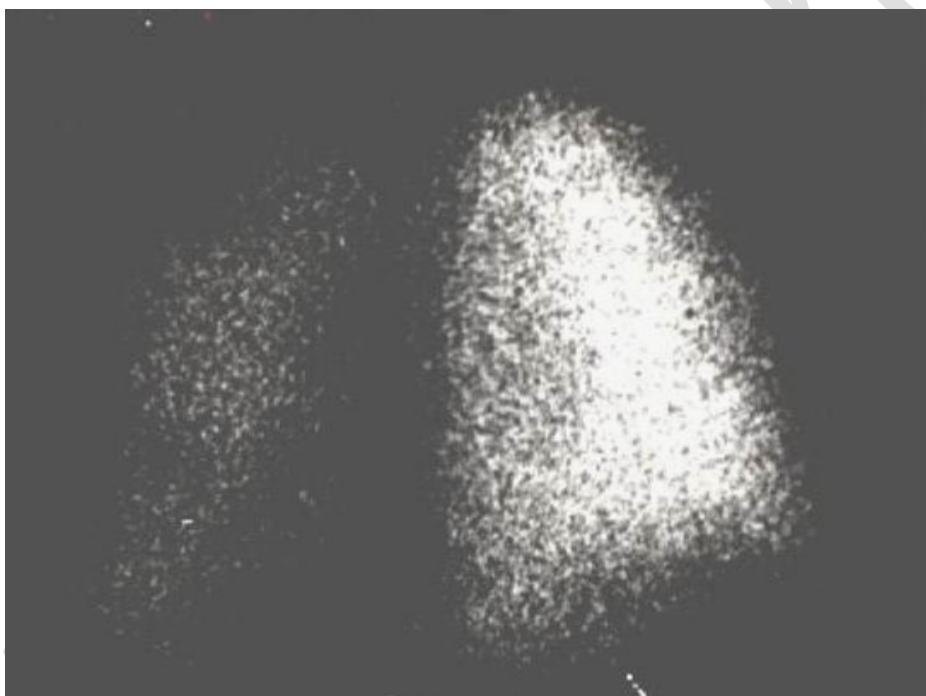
Перфузионная сцинтиграфия легких в задней проекции. Больная С., 32 года. Нарушение капиллярного кровотока II степени в левом легком.
